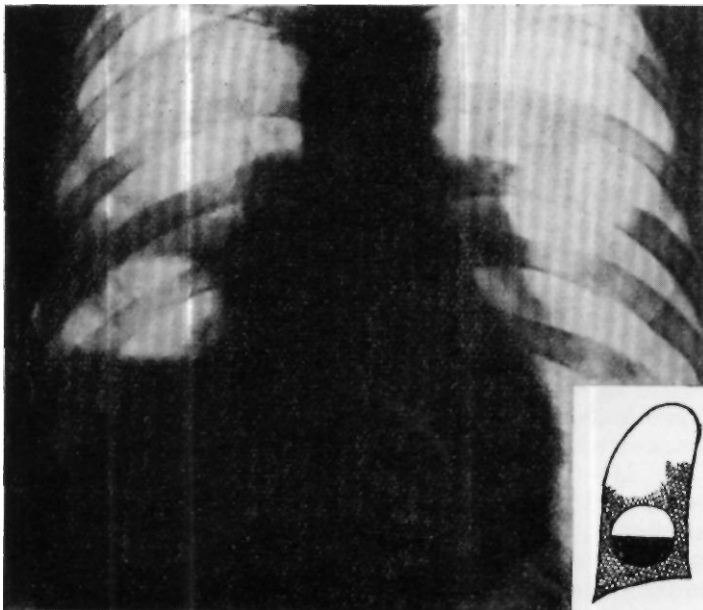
Рентгенограмма больного Б-ва. Справа от третьего межреберья и до диафрагмы определяется полость диаметром 12 см с горизонтальным уровнем жидкости.
